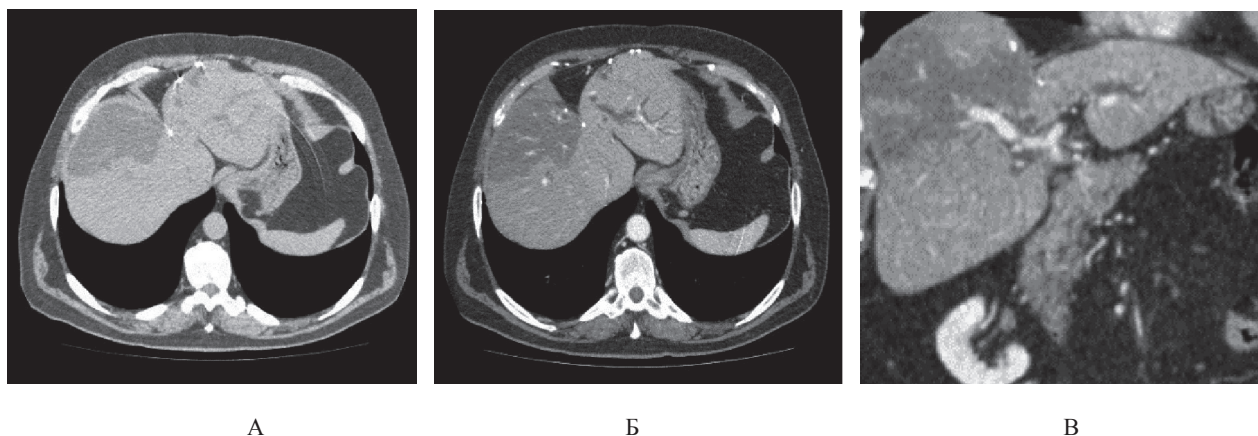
СКТ печінки. Після резекції SIV, V: А, Б — у лівій частці ознаки біліарної гіпертензії; В — локальна гіпертрофія в SVII
